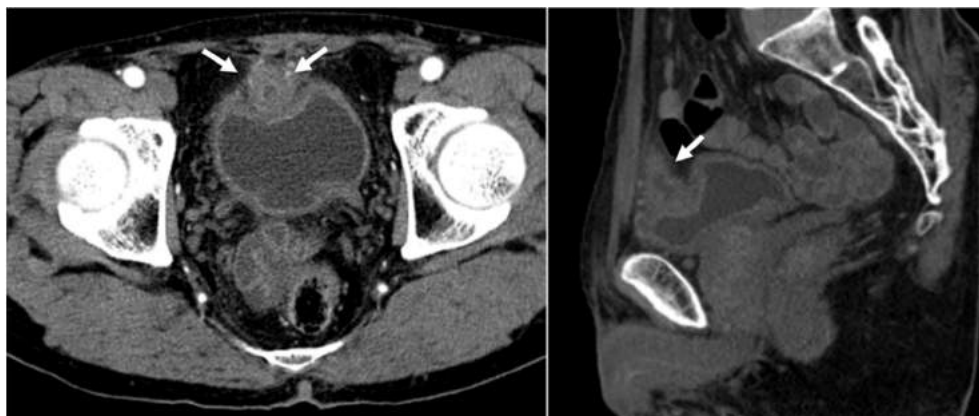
造影 CT では膀胱頂部の壁肥厚と濃染される小腫瘍がみられた。小腫瘍内には管腔構造がみられる(矢印)。
